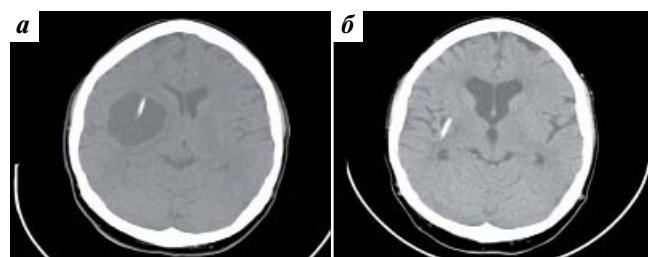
Динамический КТ-контроль после имплантации резервуара Оммайя в кистозный компонент глубоко расположенного метастаза в правой теменной доле: а) первые сутки после имплантации резервуара Оммайя; б) через 2 нед после имплантации резервуара Оммайя
